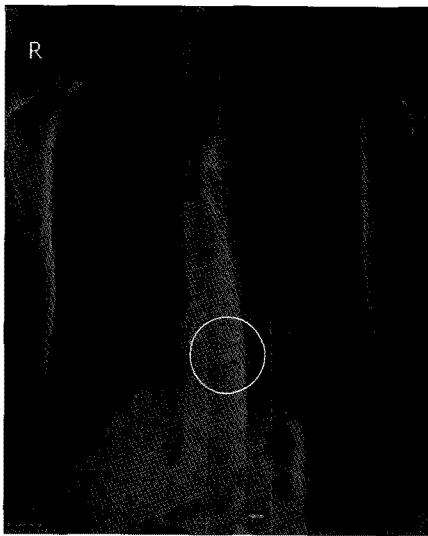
Chest radiography showed that the displaced stent migration (in a white circle) into the right ventricle.
